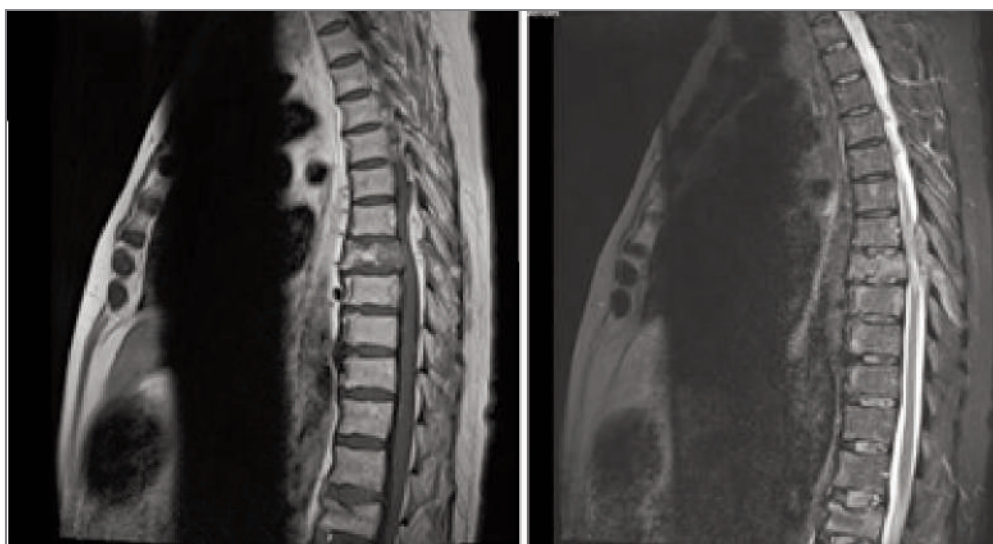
Imagem de ressonância magnética ponderada em T1 (esquerda) e T2 (direita), cortes sagitais, mostrando estenose do canal medular devido ao alargamento da vértebra D8, com sofrimento medular.
